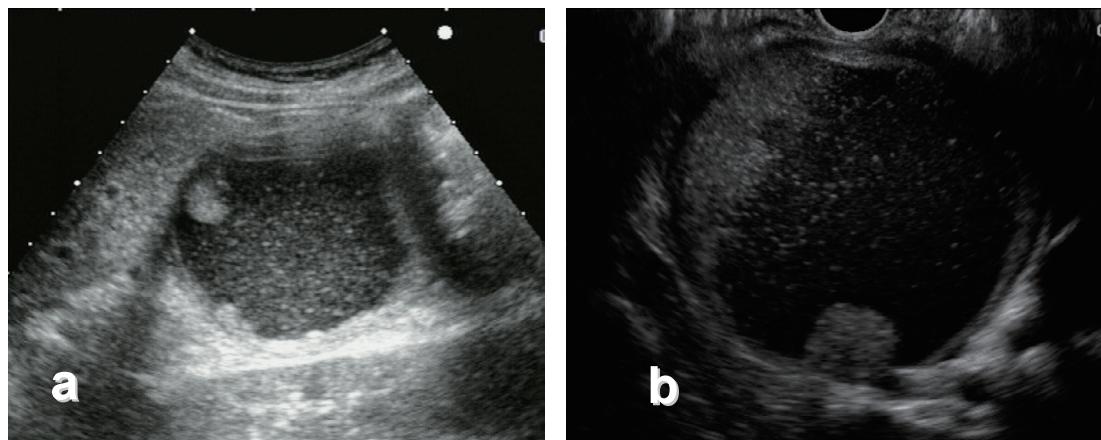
【Solid Pseudo-papillary Neoplasm】 経腹壁超音波検査 (US), 超音波内視鏡検査 (EUS)
